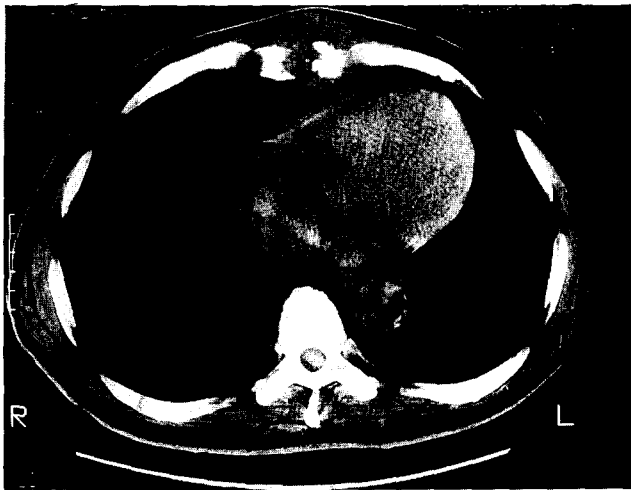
Epithelioid sarcoma. Chest CT showing soft tissue tumor mass and cortical destroyed sternum.
